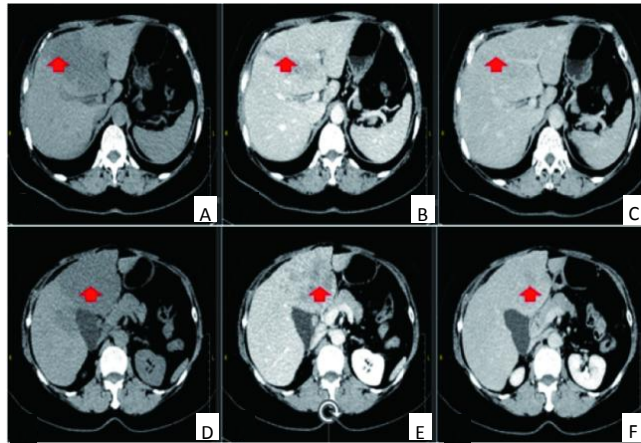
61岁女性原发性肝脏神经内分泌肿瘤患者上腹部CT平扫+增强图
